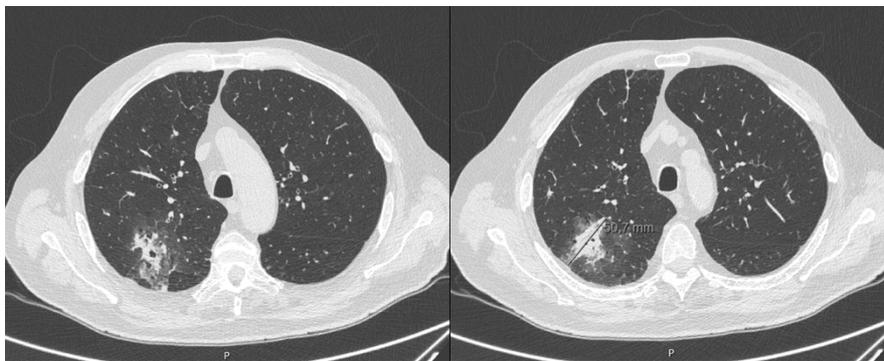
TAC Torácica outubro de 2021*: “observa-se de novo, no segmento posterior do lobo superior direito, área de consolidação parenquimatosa irregular que se estende por aproximadamente 51 mm de diâmetro transversal com opacidades em vidro despolido envolvente, mostrando broncograma aéreo e áreas de cavitação internas, compatível com a informação clínica de aspergilose broncopulmonar”.
